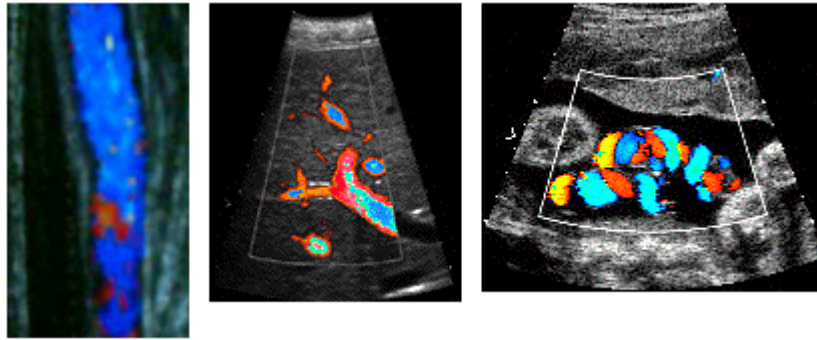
Echos doppler de la veine jugulaire ([Web 2]), du foie et du cordon ombilical ([Web 8])
